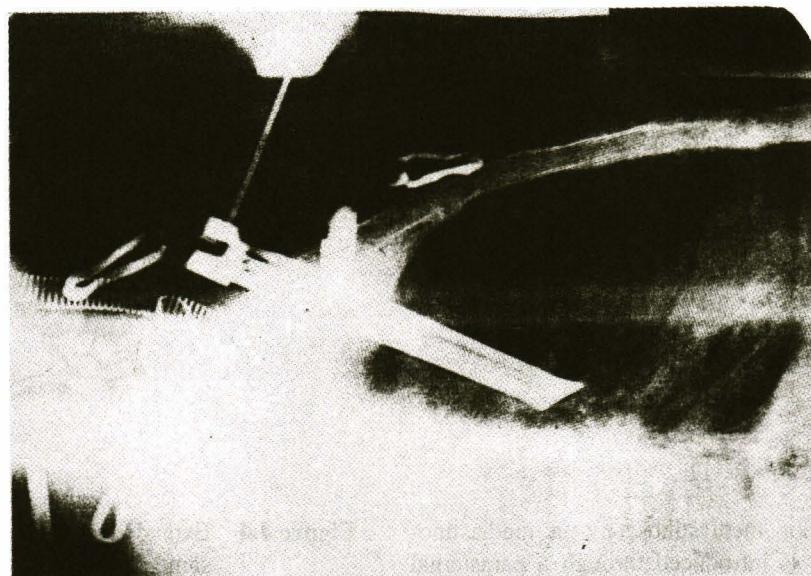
Anterior mediastinoscopy : a mediastinoscope is introduced through a parasternal incision placed in the second intercostal space. On the left side, this allows periaortic and aortopulmonary window lymph nodes to be sampled.
